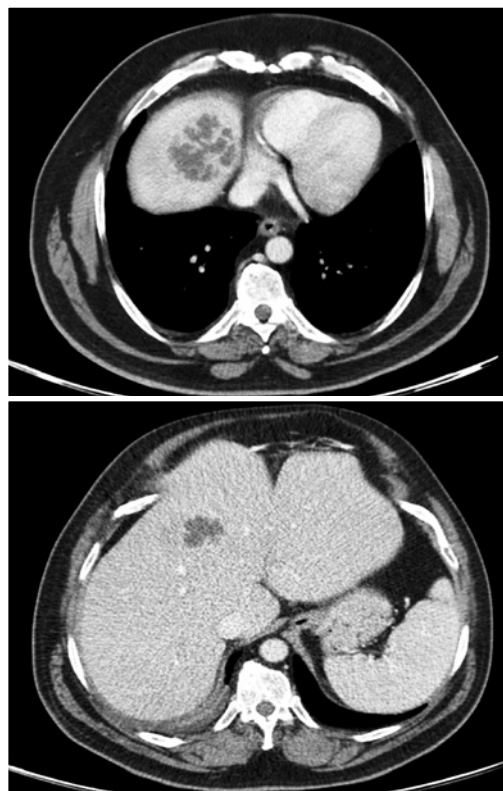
Abdominal CT-Scan. The imaging were consistent with liver abscesses in IV and VIII segments (7 and 3.5cm).
